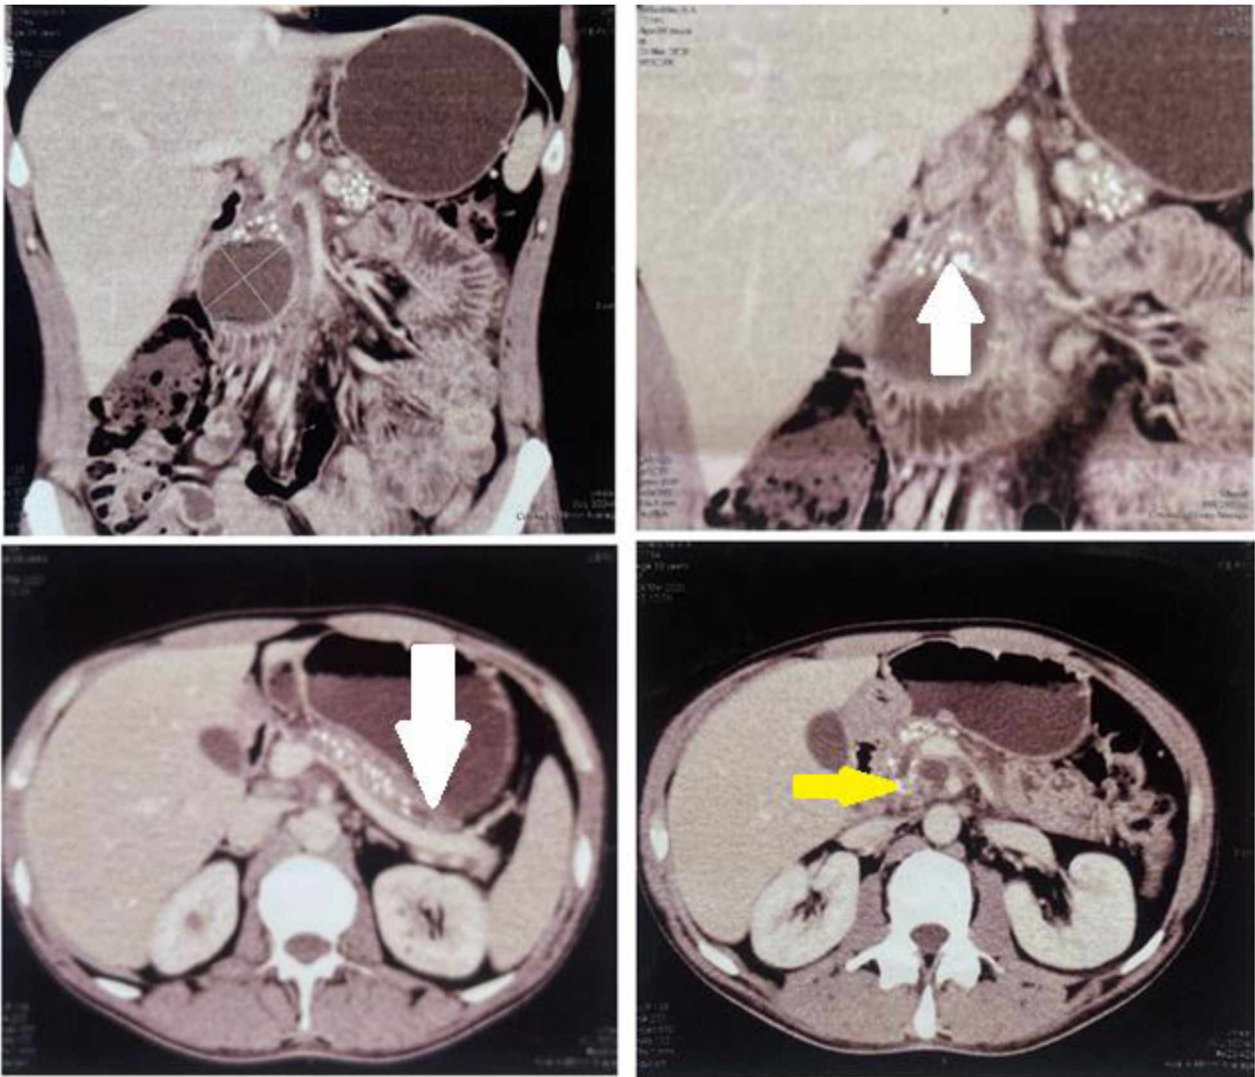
Мультиспіральна комп'ютерна томографія хворого Щ., 39 р. Структура паренхіми неоднорідна за рахунок багаточисельних вогнищ вапна (указано білою стрілкою). У проєкції голівки ПЗ кістозне утворення до 5,2x5 см з капсулою до 2 мм, ГПП до 7 мм шириною, у дистальній частині конкремент до 6 мм (указано жовтою стрілкою)
